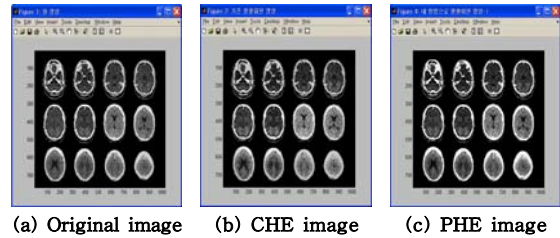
Histogram equalization results of 1024×768 pixels CT-brain medical image.
